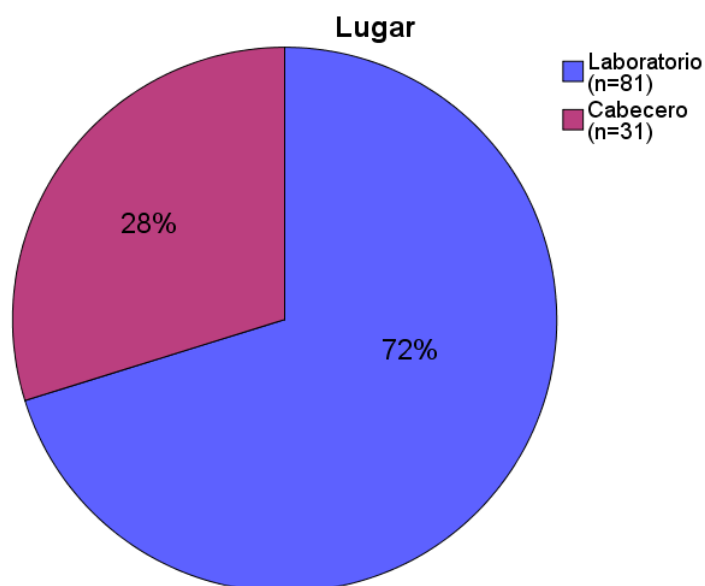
Distribución de la muestra en función del lugar de realización del Doppler.
